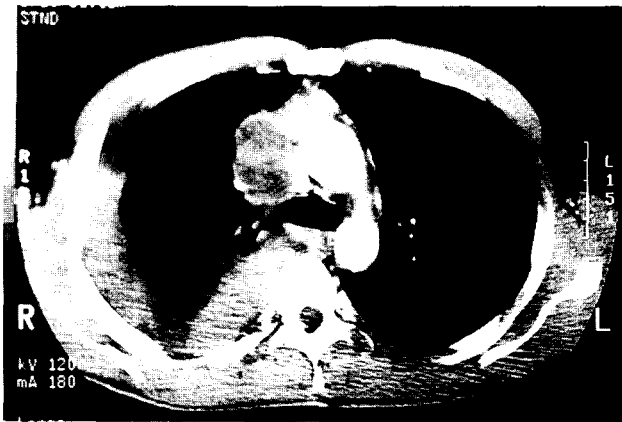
Chest CT of the thymus level shows absent thymic mass and compressed superior vena cava. Multiple pleural mass with effusion can be seen in the right thoracic cavity.
